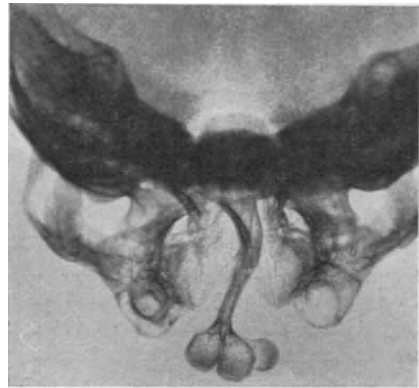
Röntgenaufnahme bei bürzelförmigem Vorspringen.
